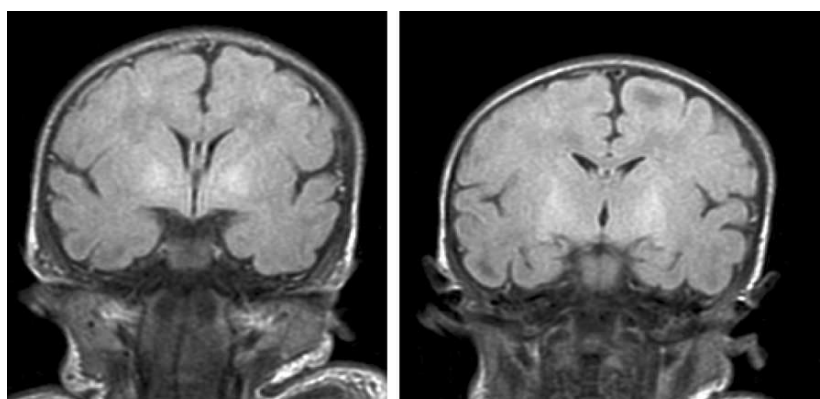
RM coronal, secuencia T2 FLAIR. Hiperintensidad en núcleos pálidos. ⁽¹³²⁾
